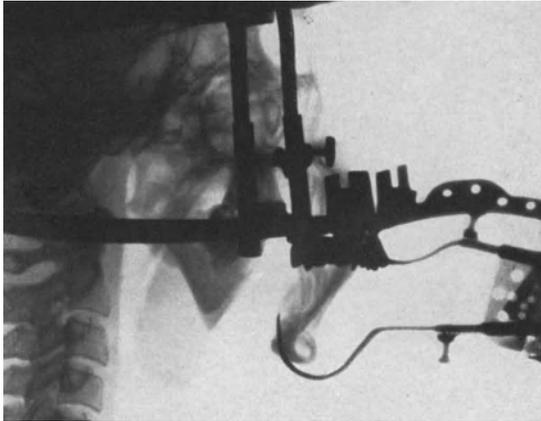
Fall T. N. (gehört zu Abb. 181—194). Der Extensionsvorgang und seine Wirkung im Röntgenprofilbild gesehen. Breite Lücke zwischen dem peripheren und den zentralen Segmenten.
